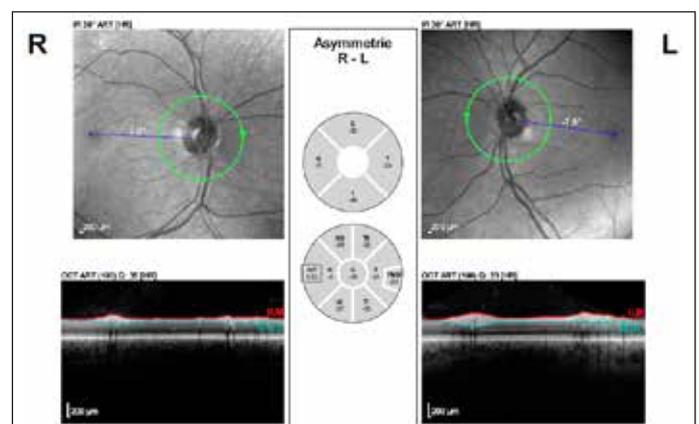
Optische Kohärenztomographie eines 47-jährigen Patienten mit einer schubförmig-progredienten Multiplen Sklerose und Zustand nach Retrobulbärneuritis rechtsseitig. Rechtsseitig ubiquitäre Atrophie der retinalen Nervenfaserschichtdicke, linksseitig nasale Atrophie.
